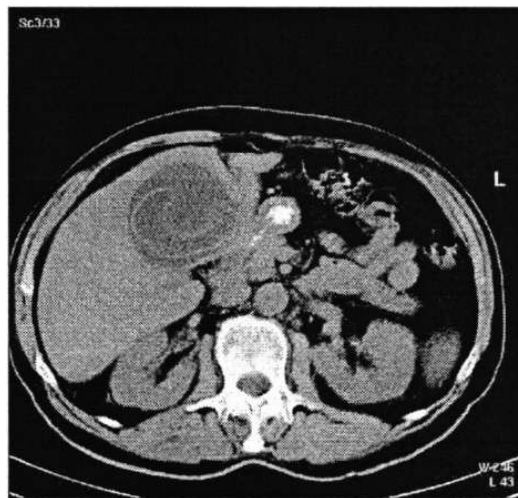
Спиральная КТ органов брюшной полости больного П., эхинококковая киста правой доли печени
